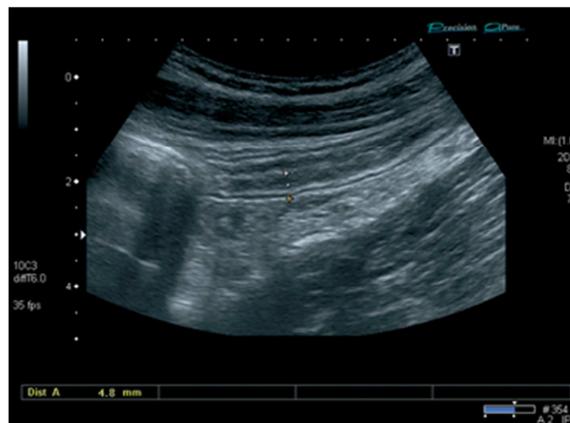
Aspect échographique d'une iléite dans la maladie de Crohn. (8)
